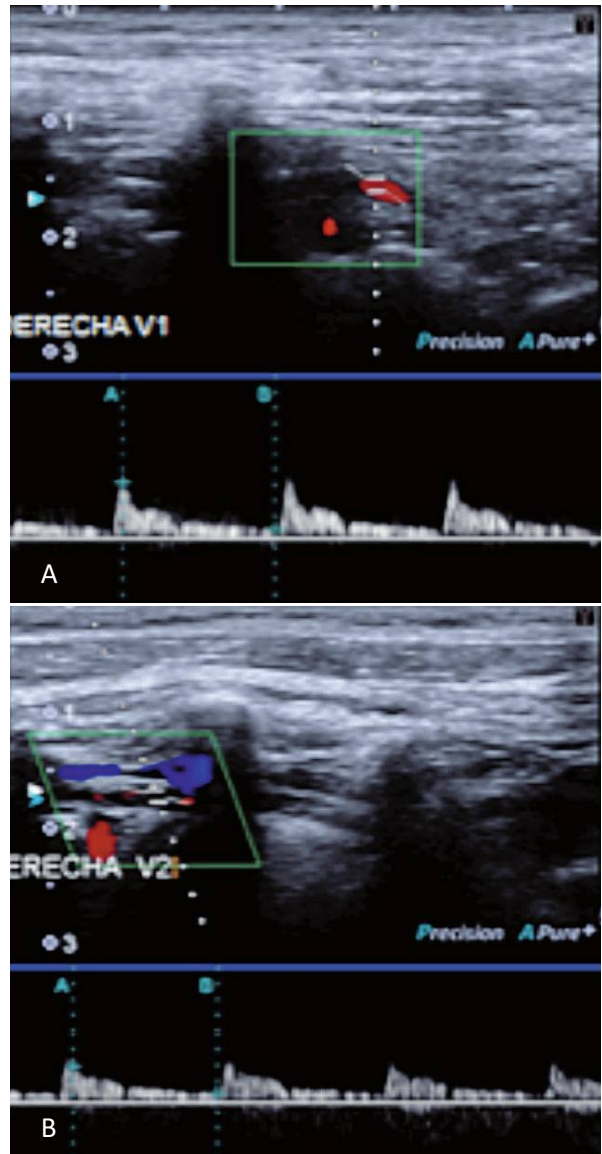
Doppler espectral de V1 y V2 de la arteria vertebral derecha (hipoplásica).
